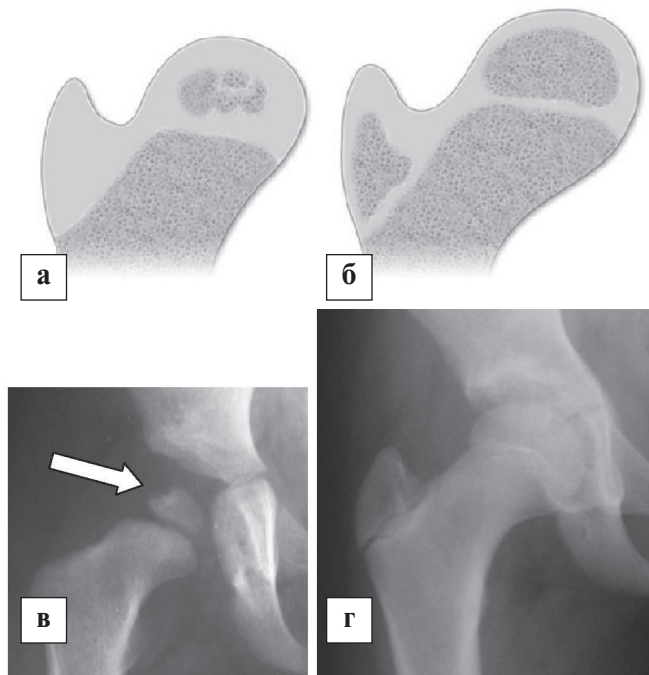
Розвиток ПВС при 1 типі АНГСК за Kalamchi-MacEwen: а, в – початкові рентгенометричні прояви з порушенням цілісності окостеніння головки стегнової кістки (показано стрілкою); б, г – повне відновлення головки стегнової кістки.
